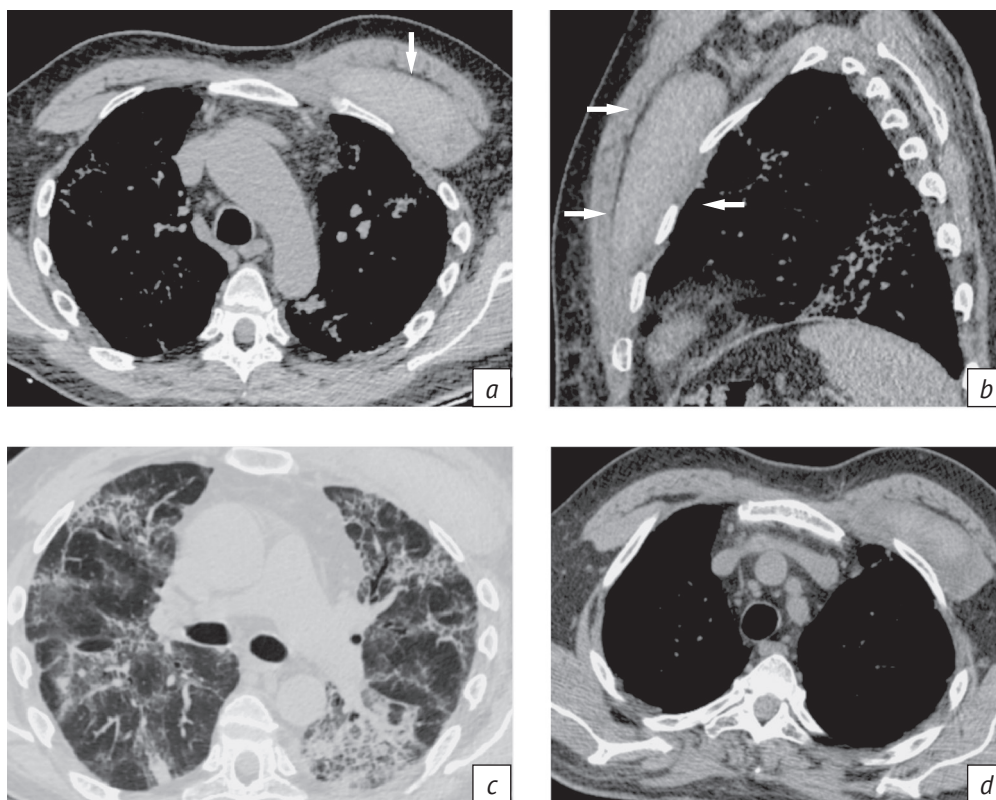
КТ органов грудной клетки у пациента с COVID-19:
